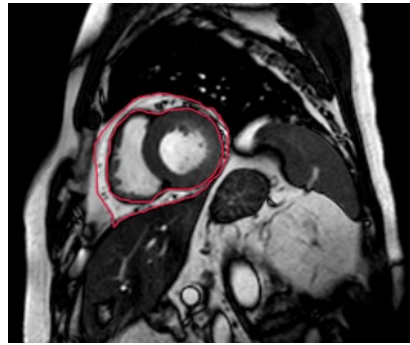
▲ Magnetresonanztomographie, Kurzachsenschnitt auf midventrikulär-apikaler Ventrikelhöhe: Links im Bild der rechte, rechts im Bild der linke Ventrikel; die roten Umrandungen hüllen das epikardiale Fett ein. Nach der Methode von Flüchter et al. [36] würde zur Gesamtvolumenbestimmung des epikardialen Fetts ein Aufsummieren der Einzelvolumina über alle Kurzachsenschnitte erfolgen
